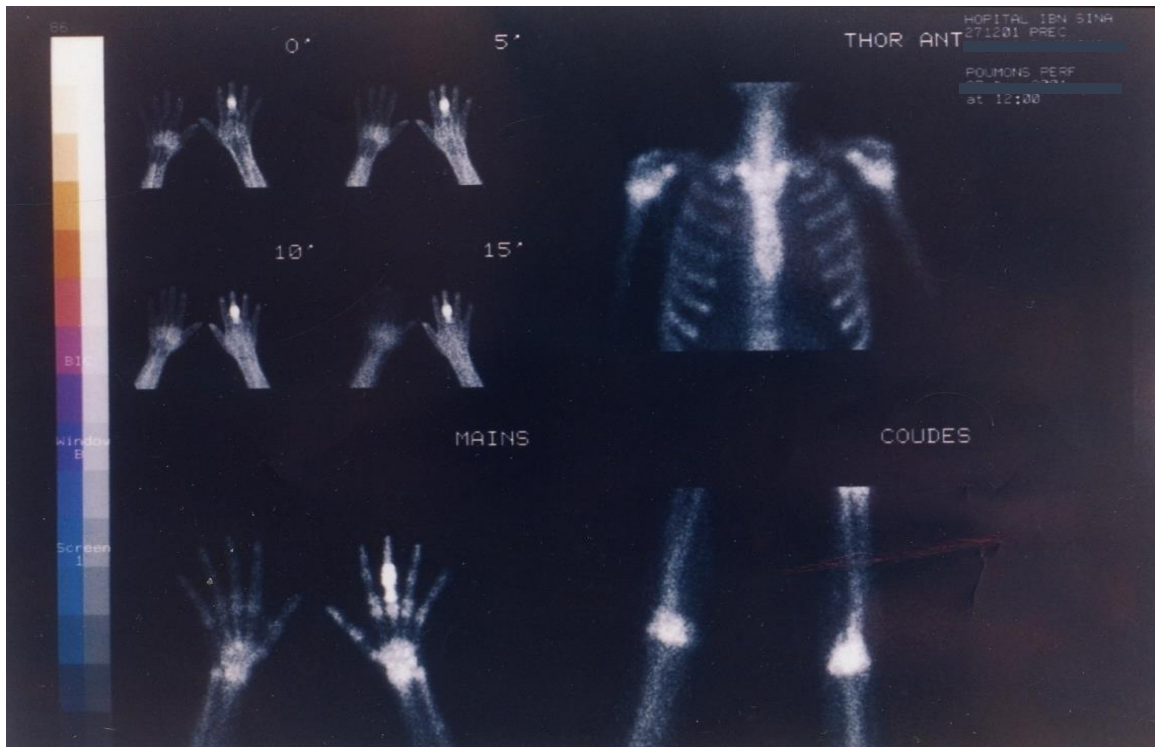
scintigraphie osseuse montrant un point hyper fixant en regard de la 1ère phalange du 3ème doigt de la main.
